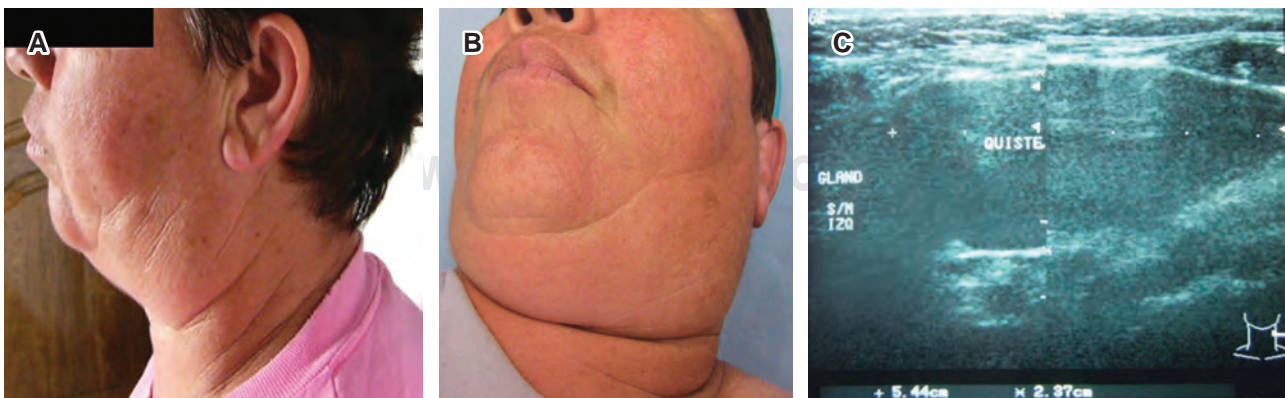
A) Vista de perfil del aumento del volumen en la región cervical lateral izquierda. B) Vista inferior. C) Imagen de ultrasonido en la que se aprecia una masa de 5.44 × 2.37 cm con contenido líquido.
